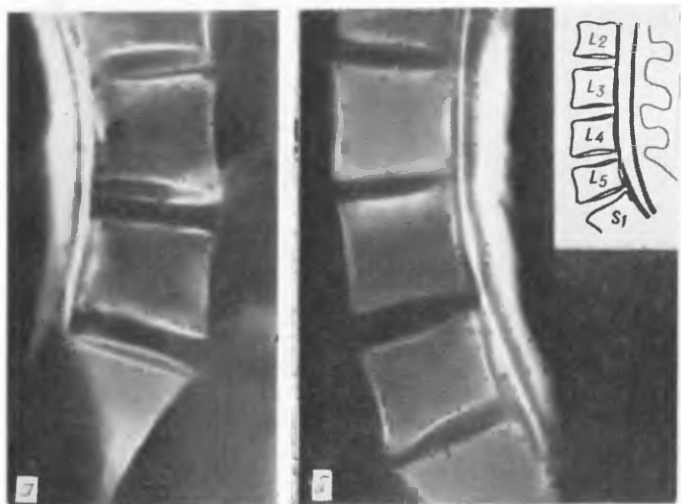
Перидурограмма (а) и томограмма (б) поясничного отдела позвоночника больного Д. Контрастный столб на всем протяжении не отклоняется кзади, что указывает на отсутствие грыжевых выпячиваний.
